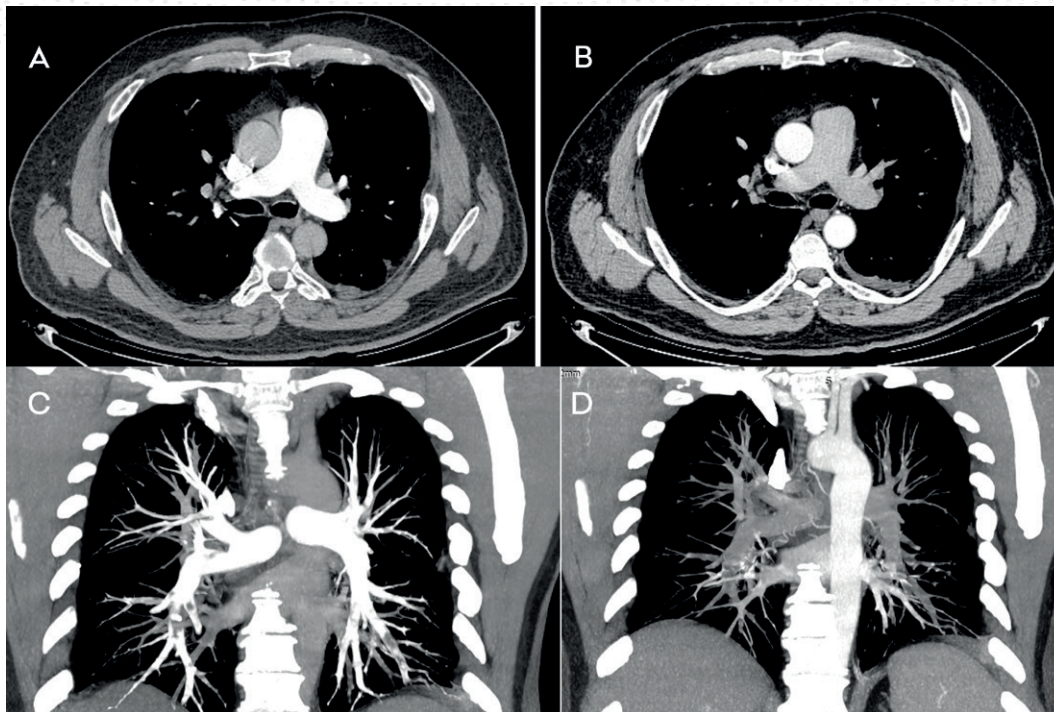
A importância do tempo da solicitação do exame adequado, para que se faça a aquisição das imagens no tempo correto. Em (A) e (C) observa-se uma angiotomografia computadorizada das artérias pulmonares, com as imagens adquiridas em um tempo mais curto. Em (B) e (D) nota-se uma angiotomografia computadorizada da artéria aorta, adquirida alguns segundos depois. Vale notar as falhas de enchimento em ramos das artérias pulmonares, configurando tromboembolismo pulmonar (TEP), visíveis no exame correto mas quase imperceptíveis segundos depois.
